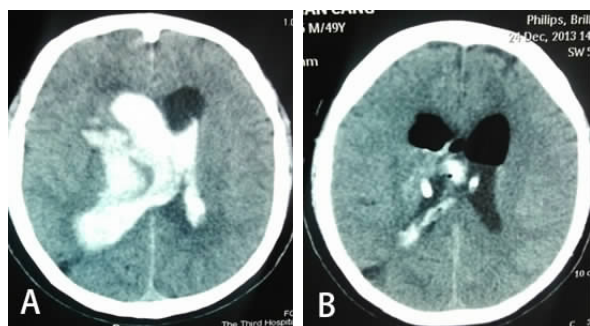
重症右侧丘脑出血破入脑室经顶部体表定位丘脑血肿引流术前术后 CT 影像
